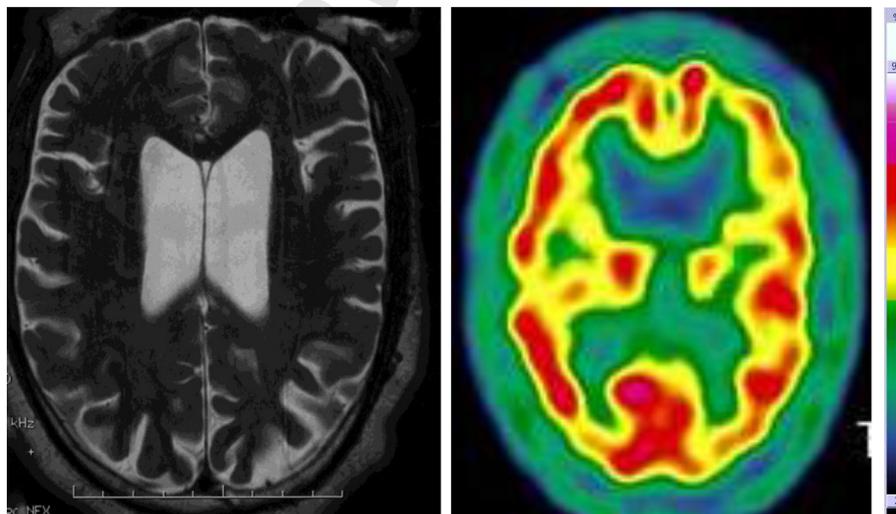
À gauche : IRM cérébrale en coupe axiale pondérée T2 montrant une atrophie pariétale gauche. À droite : TEMP cérébrale montrant une hypoperfusion au niveau du cortex associative pariétal et des structures sous-corticales gauches.
